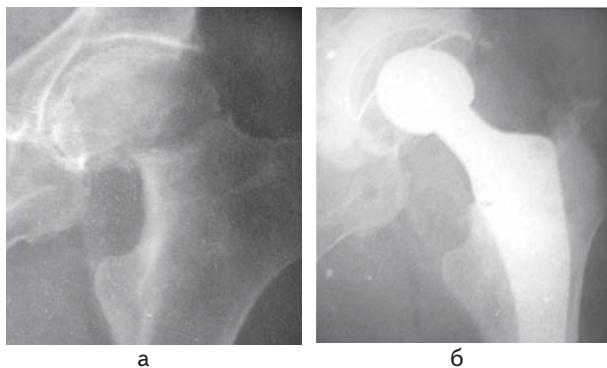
Рентгенограми хворої К., 73 роки, історія хвороби № 127: а — субкапітальний перелом шийки лівої стегнової кістки зі зміщенням відламків; б — тотальне цементне ендопротезування кульшового суглоба
